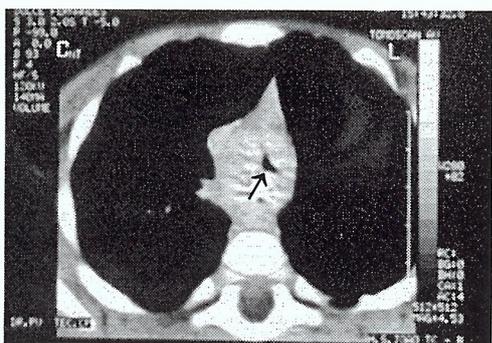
TAC torácica evidenciando redução do lumen traqueal (seta).
